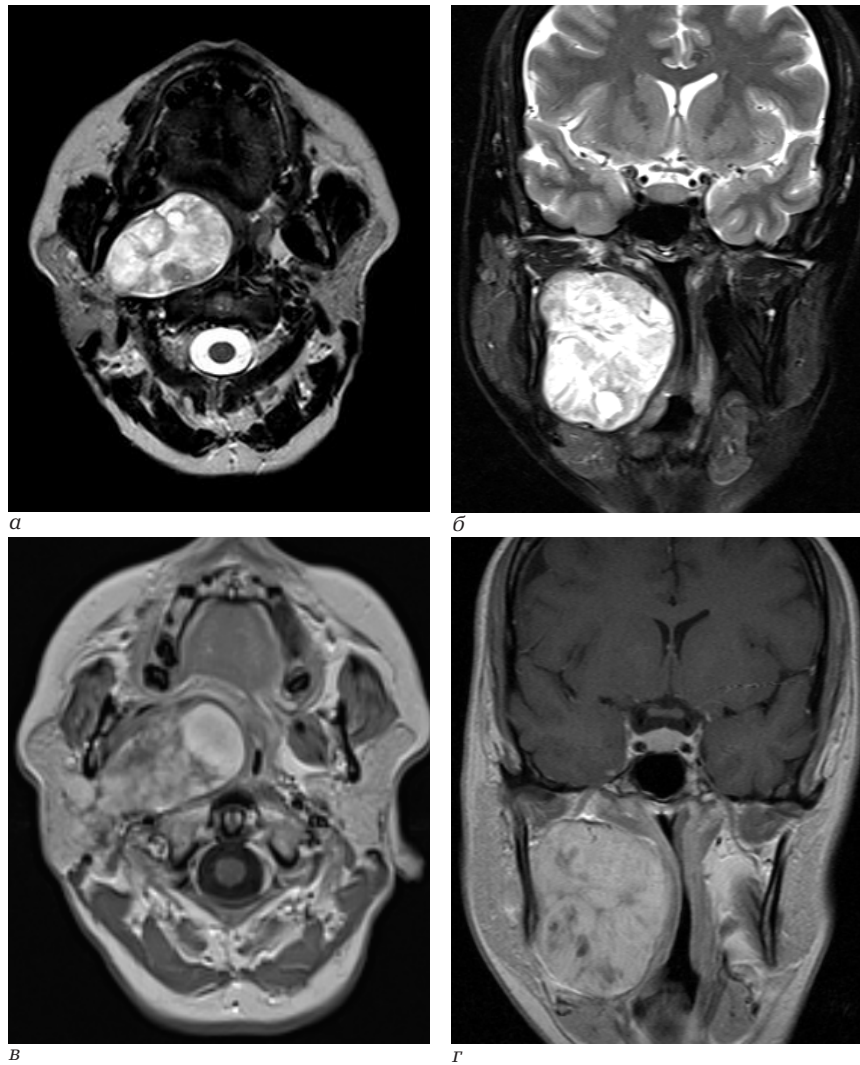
Пациентка М., 47 лет. Магнитно-резонансная томография: а – аксиальная плоскость Т2 ВИ; б – корональная плоскость Т2 ВИ с жироподавлением; в – аксиальная плоскость Т1 ВИ с контрастным усилением; г – корональная плоскость Т1 ВИ с контрастным усилением
